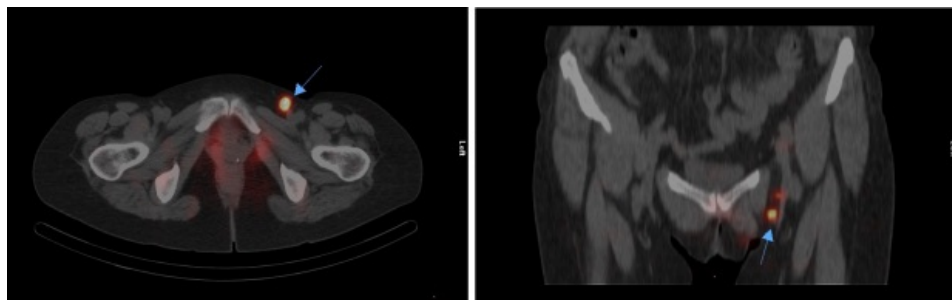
SPECT/CT de pelvis realizado a las 2 horas postinyección. En el corte axial se aprecia el ganglio linfático inguinal izquierdo con mayor captación, considerándose como GC (flecha). En el corte sagital se aprecia el mismo GC y otro con menor intensidad de captación inmediatamente superior, también considerado como GC. Se extirparon ambos GC, dando un resultado anatomopatológico negativo.
